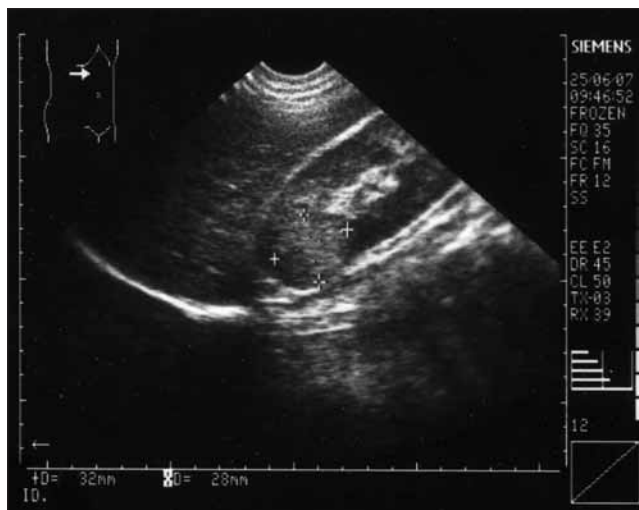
УЗИ. Опухоль нижнего конца левой почки
